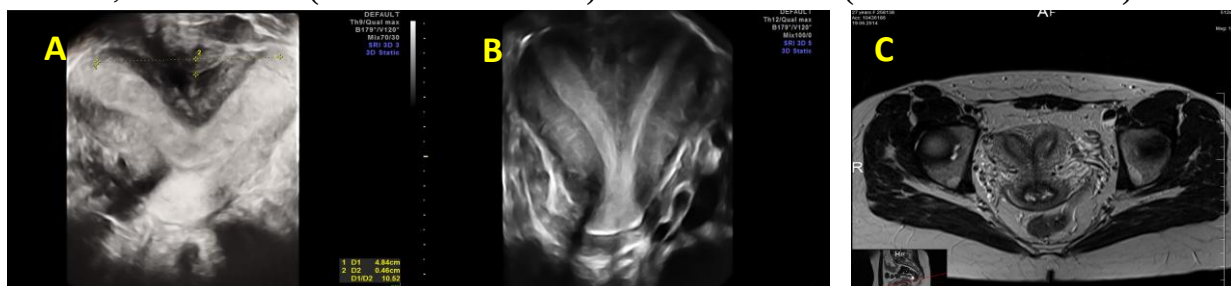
USG 3D (plan coronal), uter septat parțial (A), clasa U2aC0V0, USG 3D (plan coronal), uter septat complet, clasa U2bC0V0 (B), uter septat total cu implicarea colului (clasa U2bC1V0) (C)
